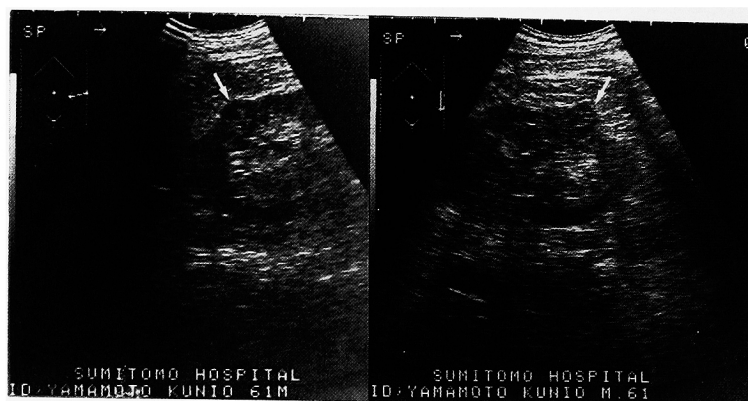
Ultrasonography demonstrates a small round mass at the upper-lateral margin of the left kidney (arrow).
